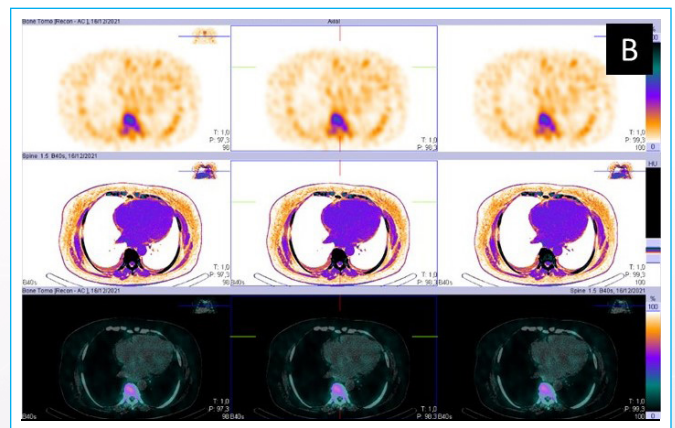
Fusión de imágenes SPECT/CT-Tc99m MDP coronal; SPECT en la 1era línea, tomografía en la 2da línea y fusión de ambas en 3era línea, con captación irregular cardíaca del radiotrazador. Estudio negativo para ATTR.
